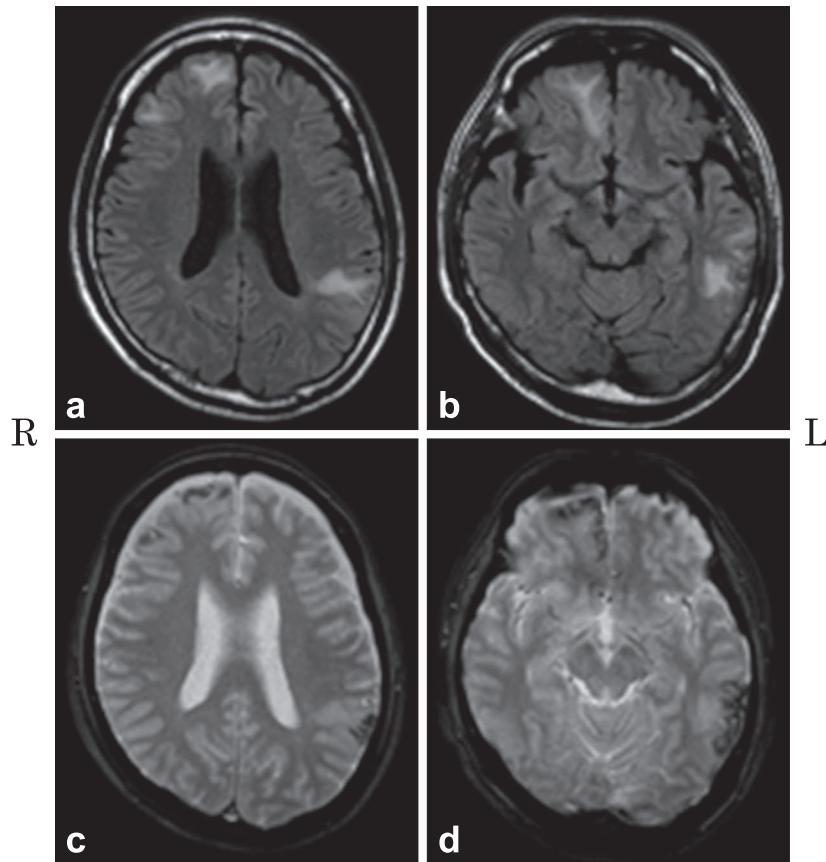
Brain MRI findings on admission.
